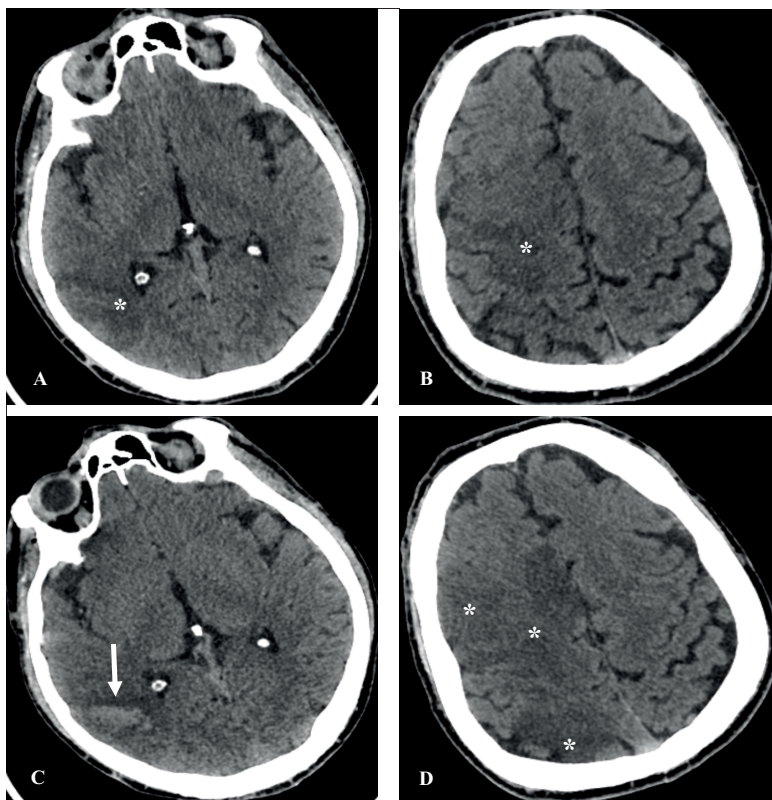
КТ головы. Аксиальный срез. А и В. Очаги пониженной плотности/ишемии (*) в правой гемисфере большого мозга (30.01.2025 г.). С и D. Увеличение объема ишемии с формированием внутримозговой гематомы (04.02.2025 г.) (стрелка).
